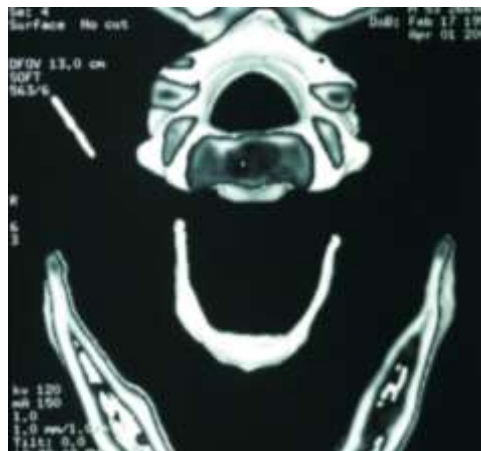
Tomografia Computadorizada apresentando presença de artefato metálico linear alongado medindo 2,0 cm
